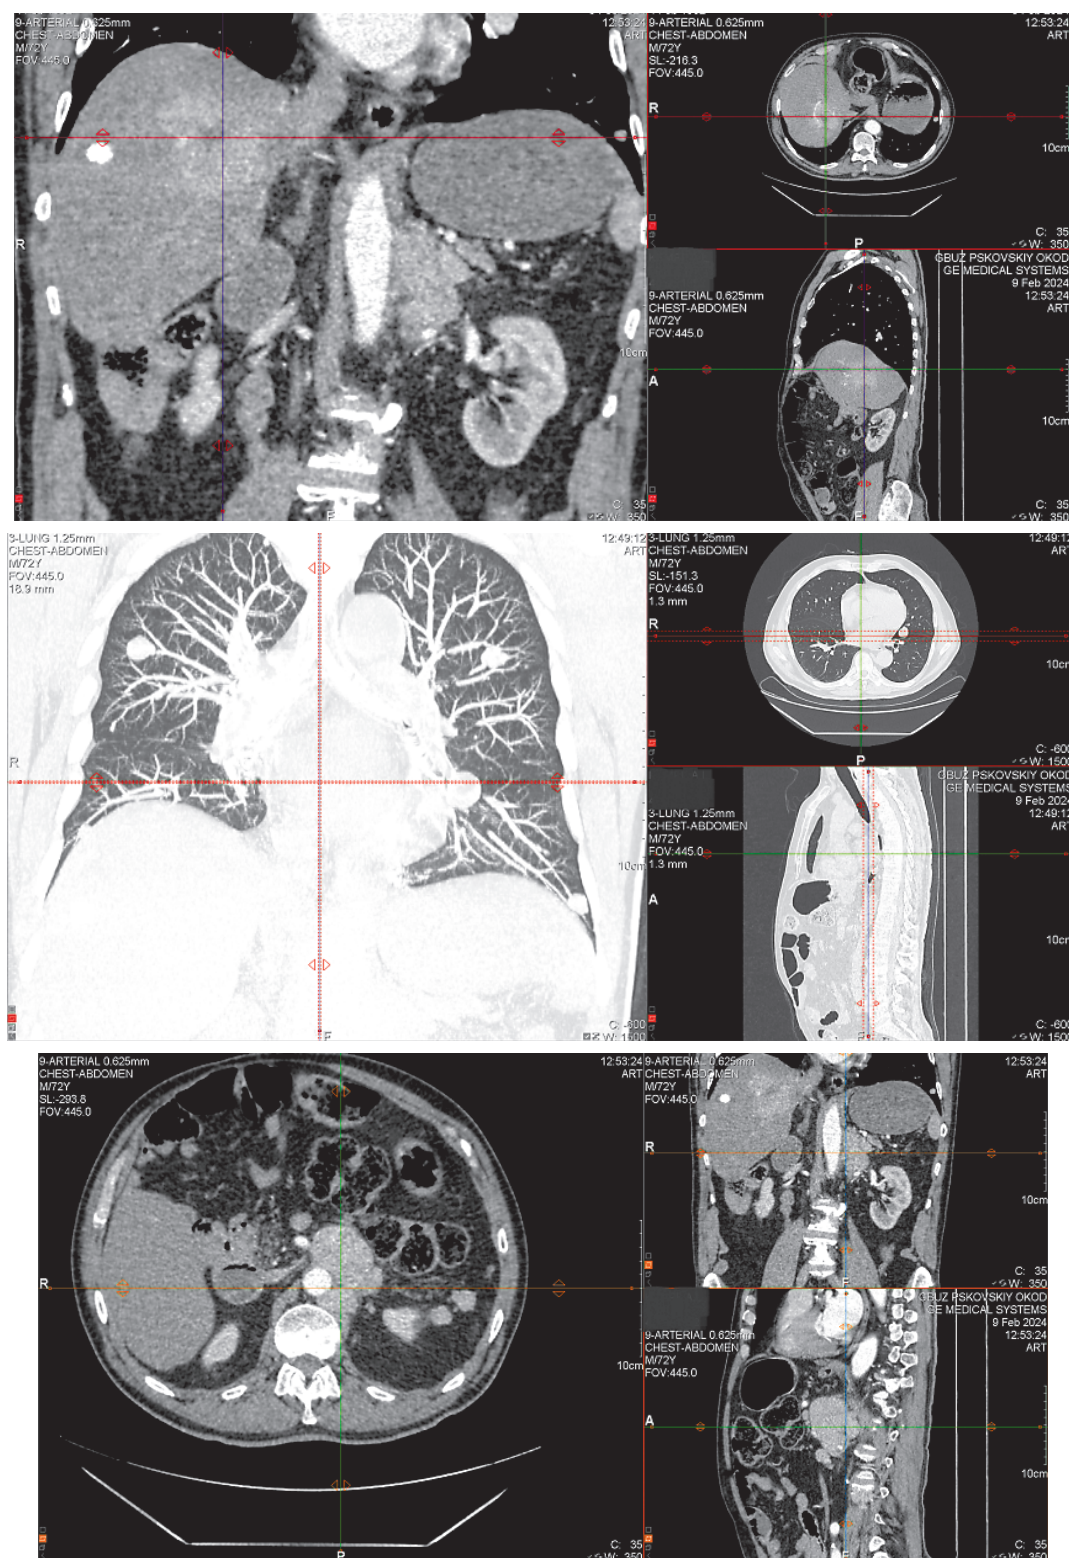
КТ органов грудной клетки и брюшной полости от 02.2024
